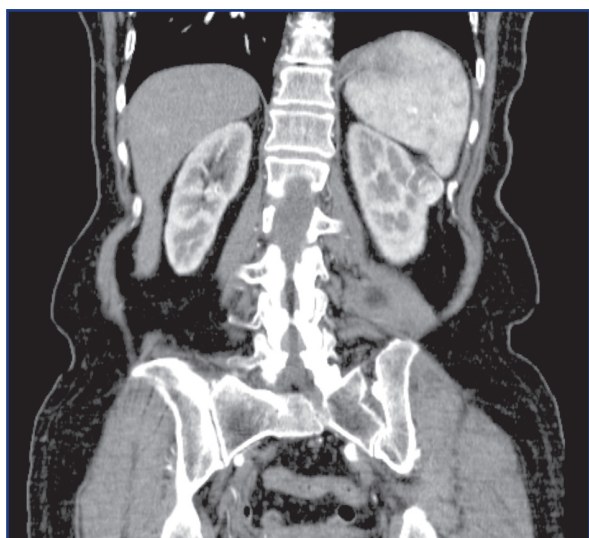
КТ брюшной полости с опухолью левой почки
